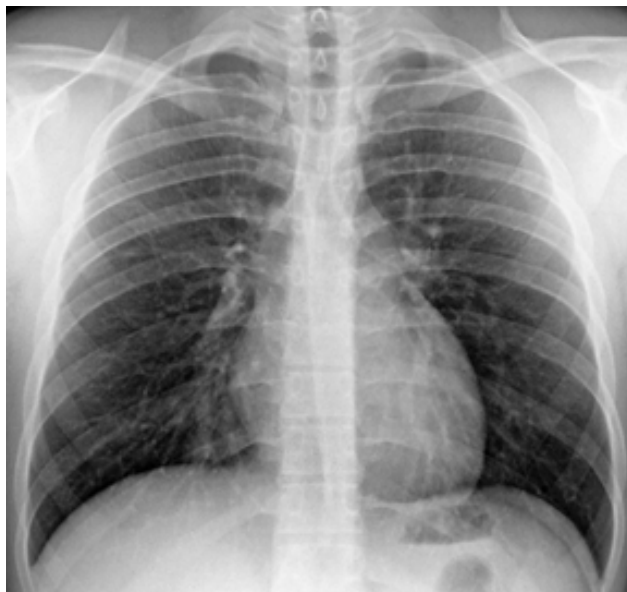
Radiografia de tórax em incidência postero-anterior.
